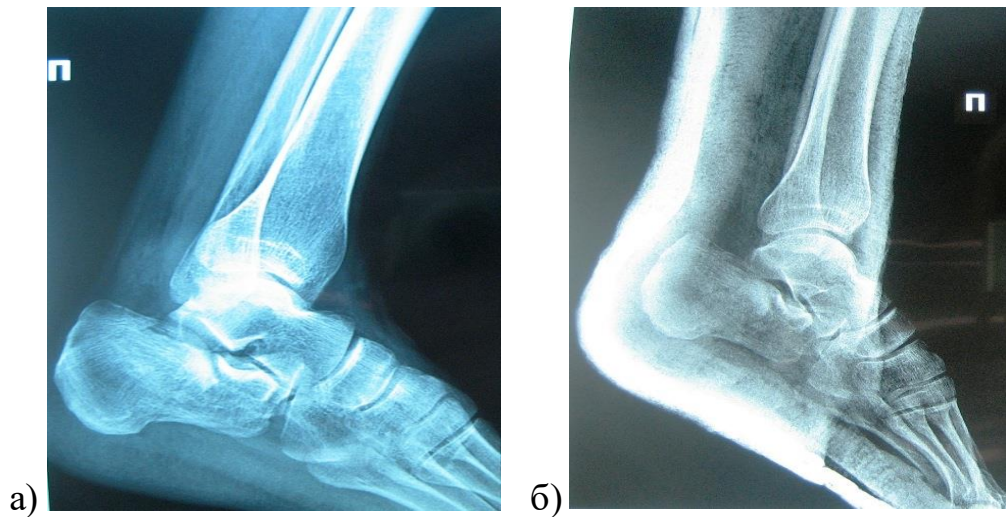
Рентгенограмма правой пяточной кости (боковая проекция) при поступлении: а) без гипсовой лонгетной иммобилизации – импрессионный перелом правой пяточной кости со смещением отломков; б) с лонгетной иммобилизацией после закрытой ручной репозиции – сохраняется смещение отломков.
